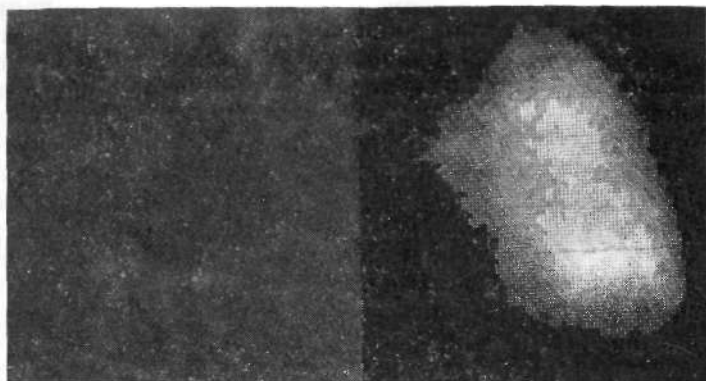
Перфузионная сканограмма легких. Отсутствие капиллярного кровотока в правом легком.
